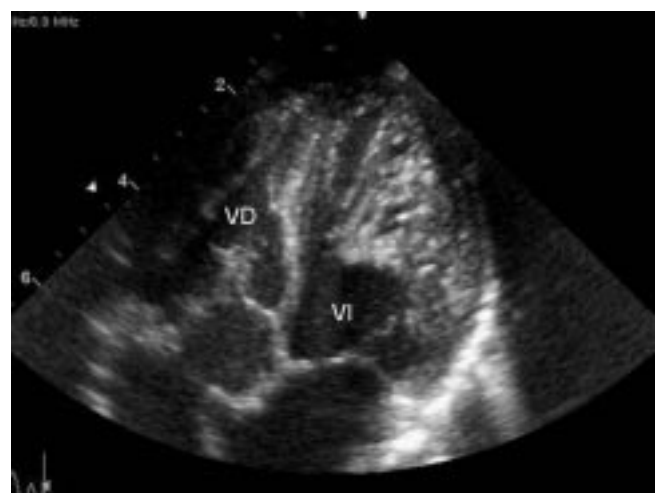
Ecocardiograma bidimensional de un paciente con ventrículo izquierdo no compactado en la vista corte apical de 4 cámaras, mostrando la disposición de la pared miocárdica. La capa interna, hiperecoica y gruesa es no compacta, la externa es más ecoluscente, compacta y más delgada que en los sujetos normales. Las trabeculaciones son prominentes y numerosas. Esta apariencia es más claramente visible en la pared lateral. VI: ventrículo izquierdo, VD: ventrículo derecho.
